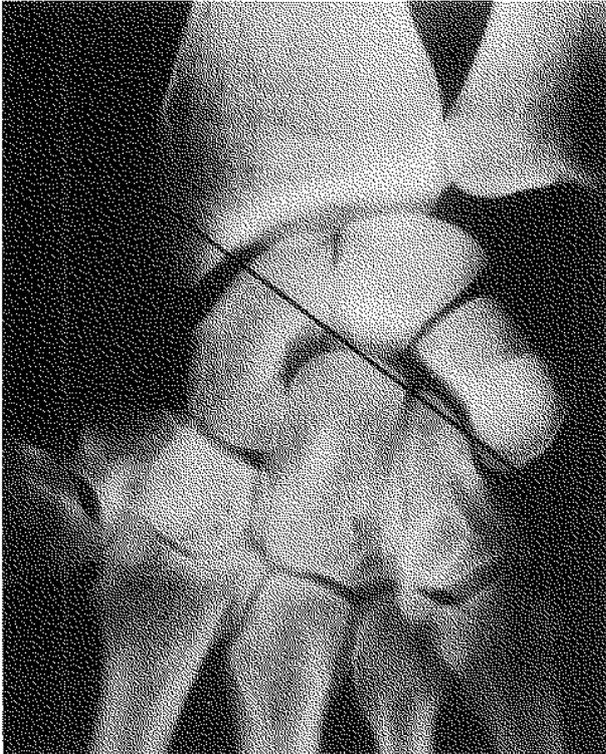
Radiographie d'un poignet normal. La pente luno-triquétrale est soulignée par un trait.
